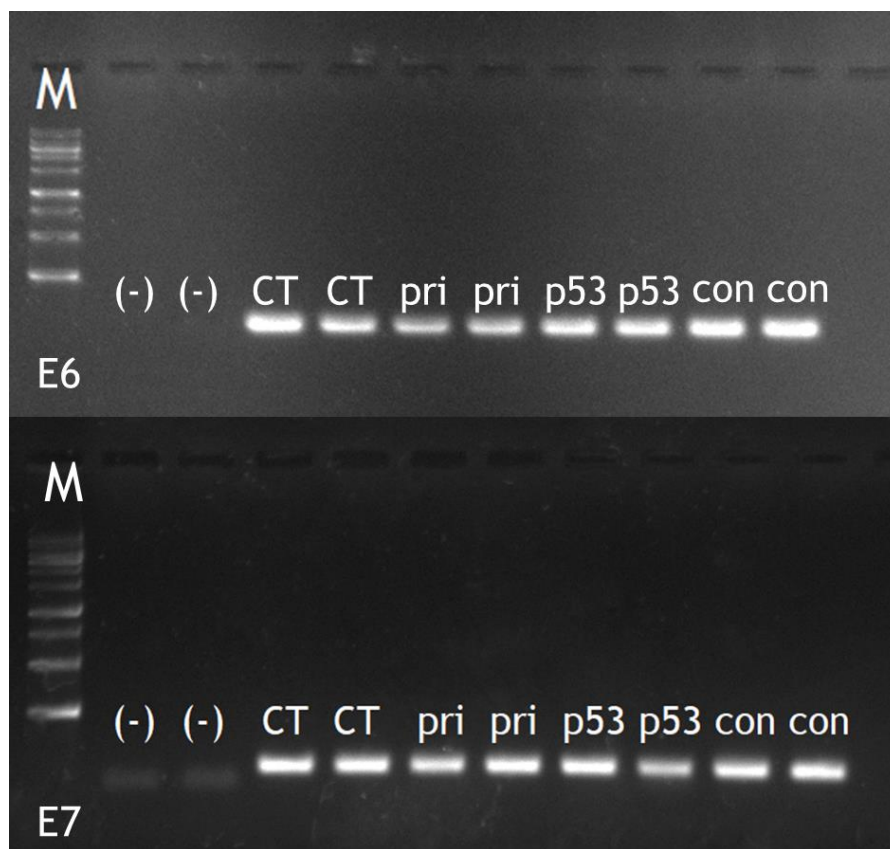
Eletroforese em gel de agarose dos produtos de RT-PCR da comparação dos níveis de transcritos de E6 e E7 entre células não transfetadas (CT) e células 24 h após transfeção em células CaSki com os vetores mcDNA-primiR-375, mcDNA-p53 e mcDNA-conjugado.
